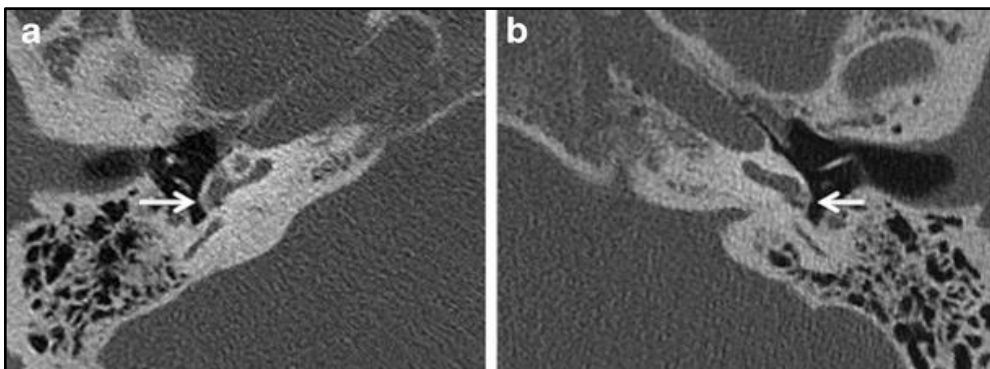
TAC axial de temporal dret (a) i esquerra (b) d'un pacient amb otosclerosi bilateral a la finestra rodona, de predomini esquerra. Extret de *Imaging in otosclerosis: A pictorial review. Insights Imaging. 2014 Apr;5(2):245-52* ¹⁵⁹
